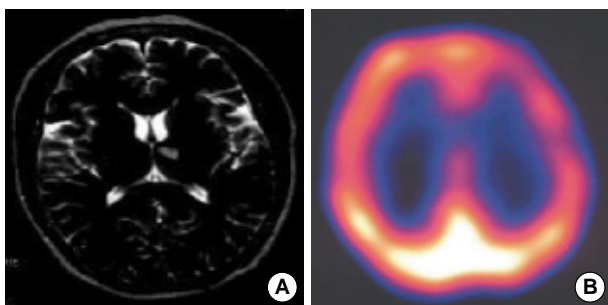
T2 weighted MR image and SPECT of case 2.
